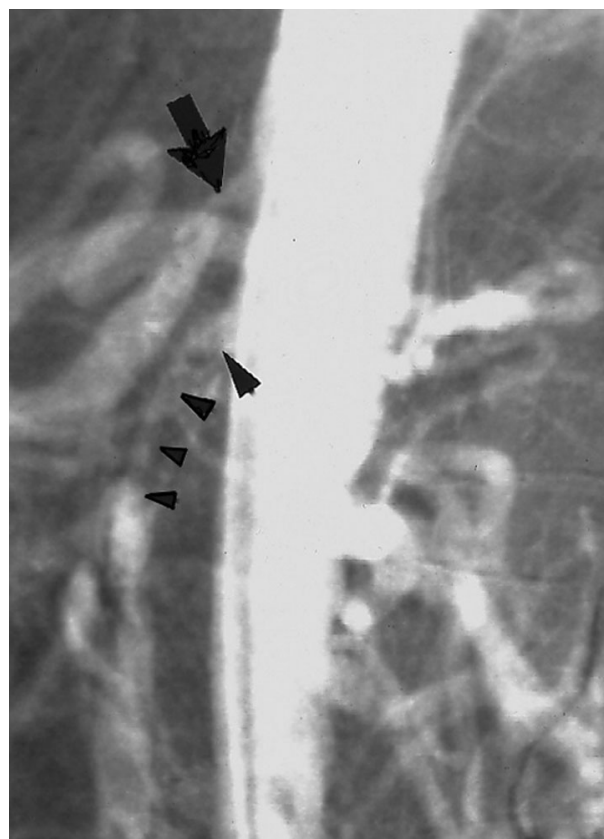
Artériographie pré-opératoire : sténoses étagées du TC et de l'AMS, TC : tronc coeliaque, AMS : artère mésentérique supérieure
